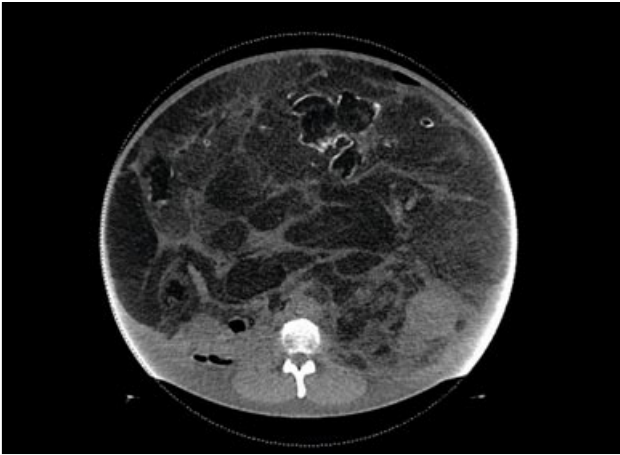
CT scan of giant liposarcoma – coronal plane)
